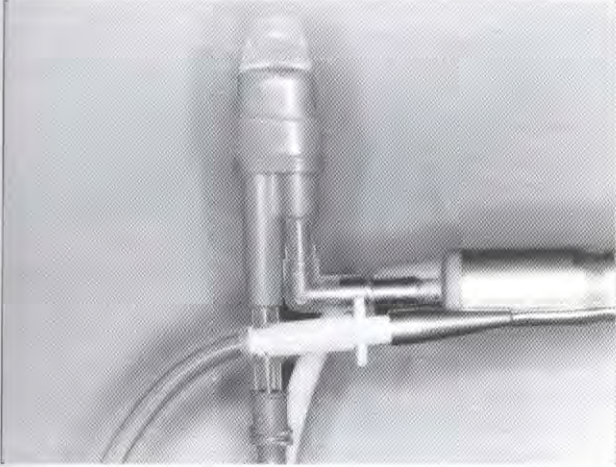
Ponteira Mega-ultrasonic tip.
